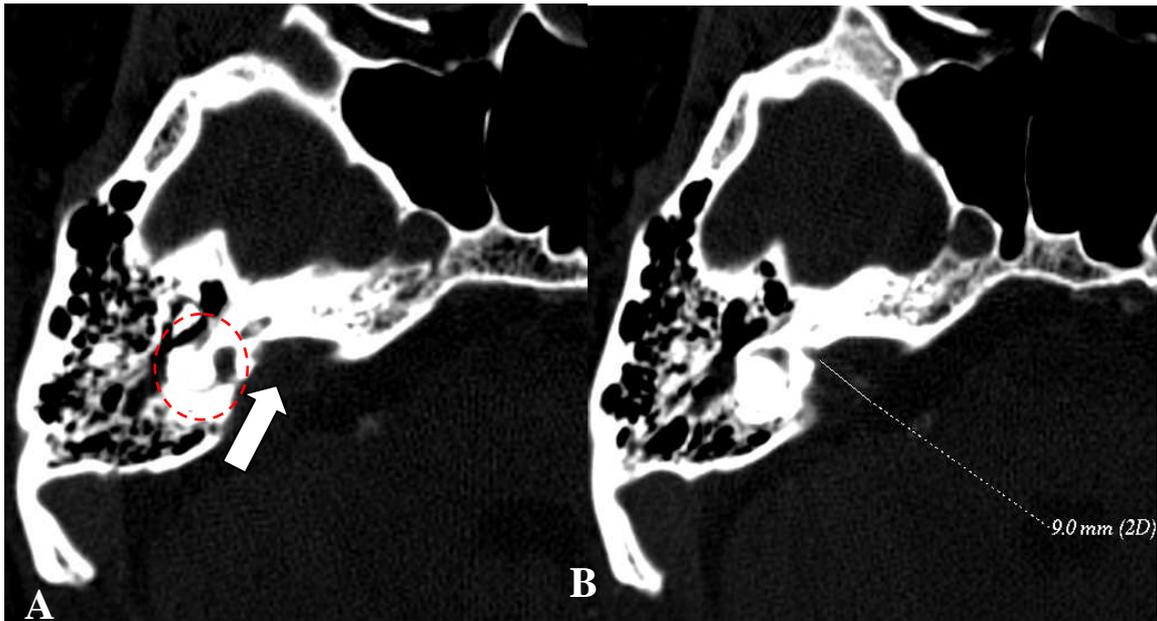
Imagens de TC de crânio, em corte axial
